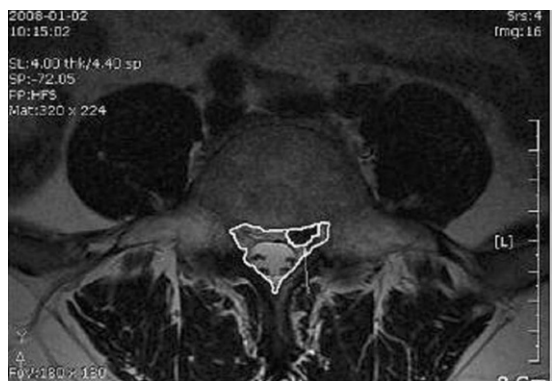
This MR image shows to measure the spinal canal dimension and herniated disc volume in pedicle level using CAD
